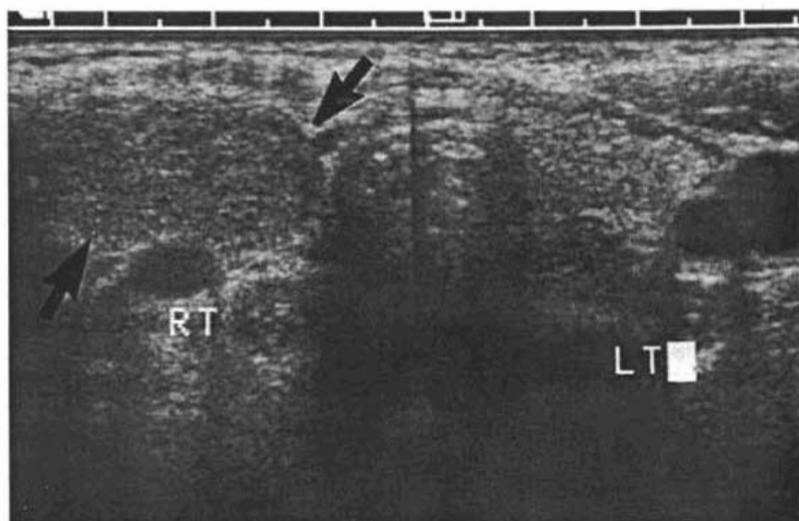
USG de cuello que demuestra lesión quística en lóbulo derecho de tiroides
